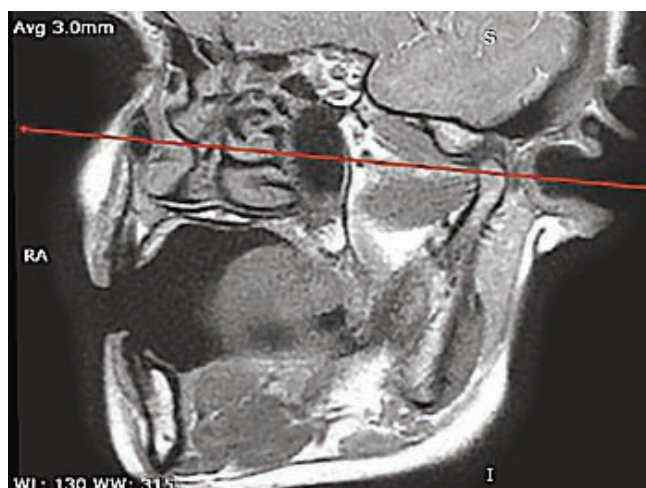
Изображение левого височно-нижнечелюстного сустава в косо-сакитальной плоскости, проходящее через латеральный край зоны прикрепления верхней головки ЛКМ к суставному диску. Отчётливо визуализируется верхняя и нижняя головки ЛКМ, зона прикрепления верхней головки ЛКМ к суставному диску. Прямой линией обозначено позиционирование томограмм в косо-аксиальной плоскости
